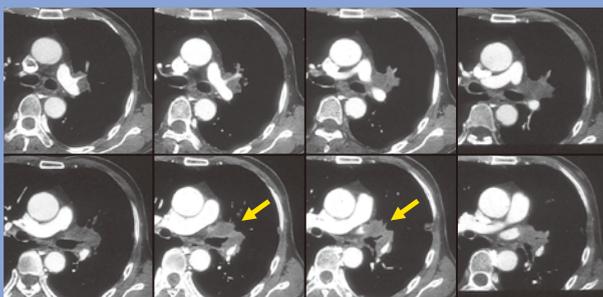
肺がんのCT(上段)とPET/CT(下段)
